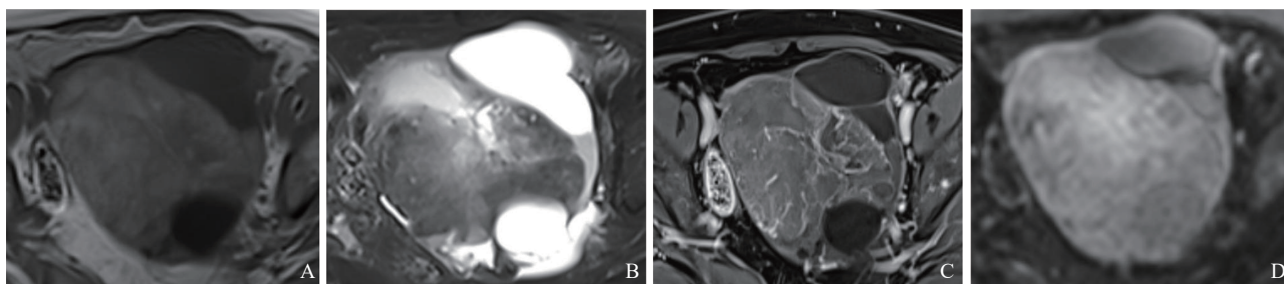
典型病例5 (患者, 女性, 左侧MBOT) MRI图像
